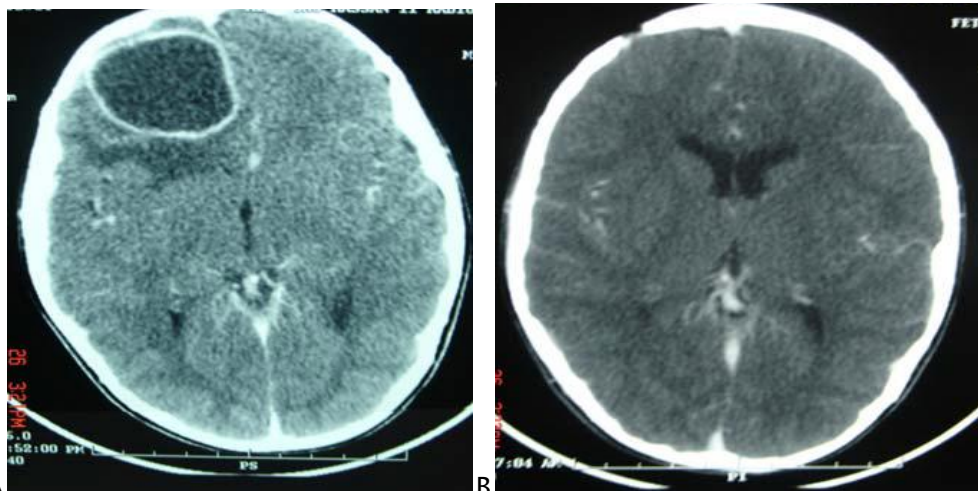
TDM en coupe axiale avec injection du produit de contraste.
